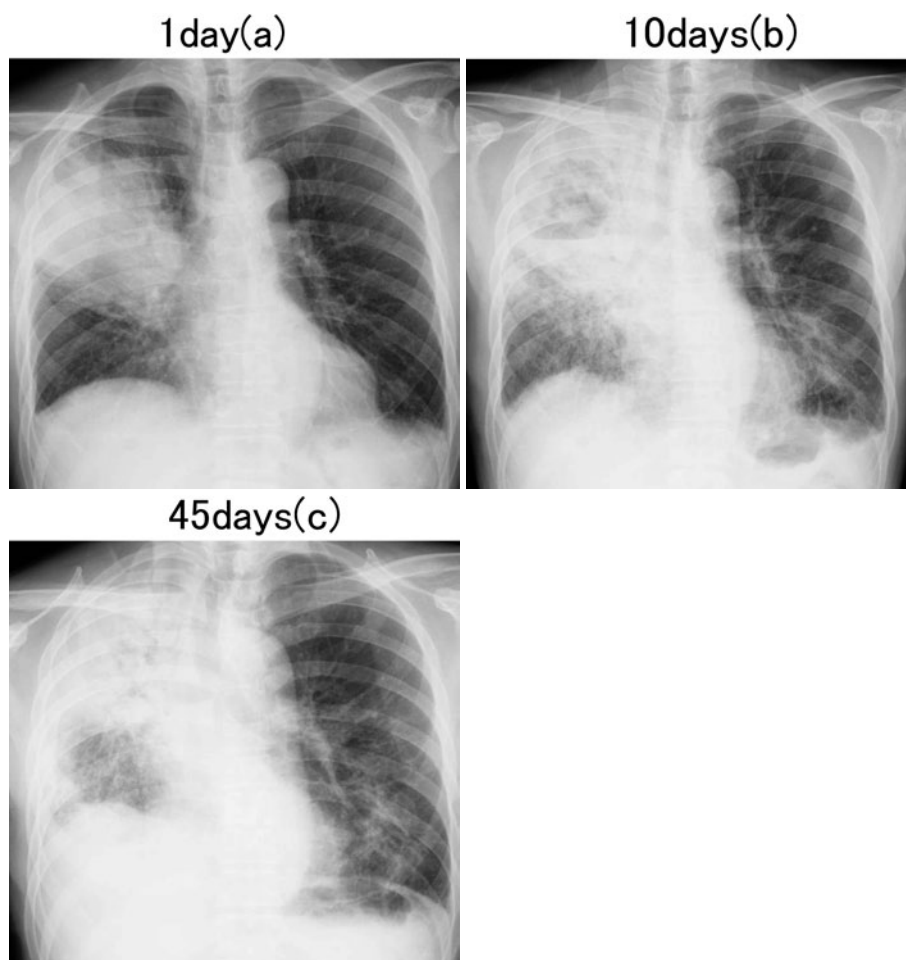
(a) Chest radiograph on admission showing right-middle and upper-lobe infiltration. (b) Chest radiograph 10 days after admission showing right-upper and middle-lobe infiltration with cavity and new left-lower-lobe infiltration. (c) Chest radiograph 45 days after admission showing that the cavity was almost fading away and that the right lung had shrunk.
